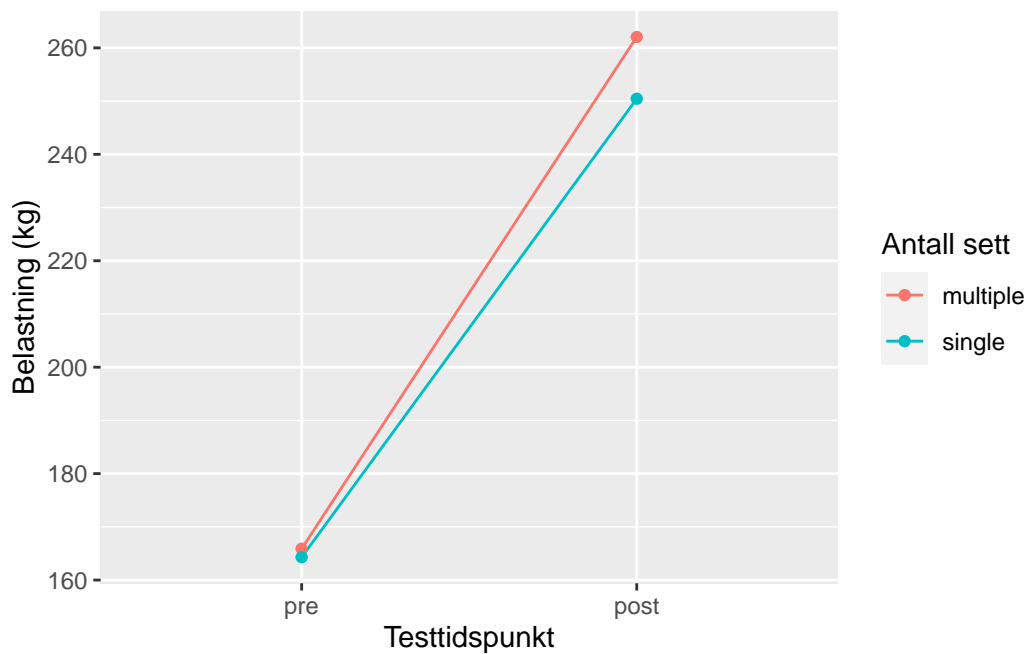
Gjennomsnittlig endring i muskelstyrke ved 1RM beinpress fra pre- og posttest for single og multiple sett.
